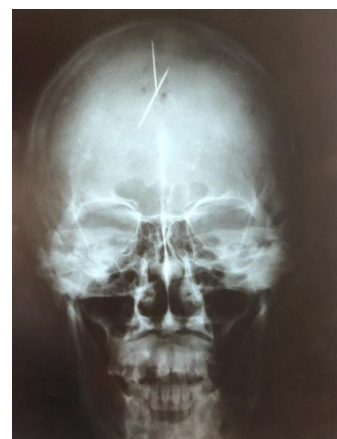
X-ray of the skull in a straight (anteroposterior) projection showing 2 needles about 4 cm long in the parietal region along the midline
